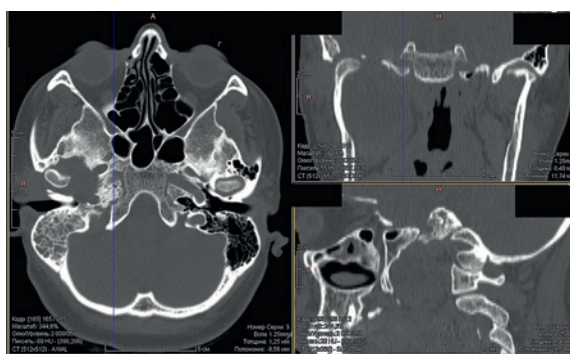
КТ с введением внутривенного контрастного вещества: визуализируется плотное новообразование неправильной формы, тесно граничащее с околоушной железой, смещая ее кзади, сдавливая ветвь нижней челюсти, распространяется в полость правого височно-нижнечелюстного сустава, в полость черепа, отмечено прорастание в область барабанного устья слуховой трубы с деформацией/разрушением ее костной части. Отмечено диффузное накопление контрастного вещества солидным компонентом новообразования. Наружная сонная артерия сужена, интимно прилежит к образованию и отдает в его сторону множественные питающие веточки
